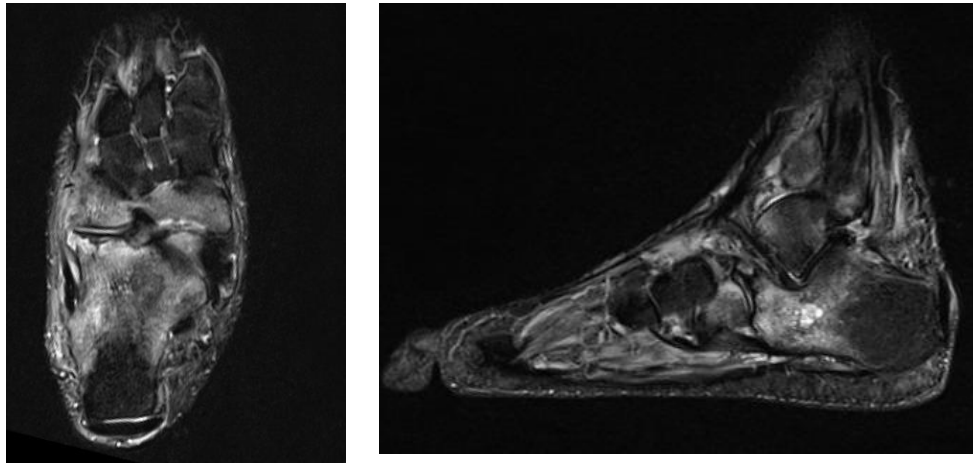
МРТ правой стопы при обращении
